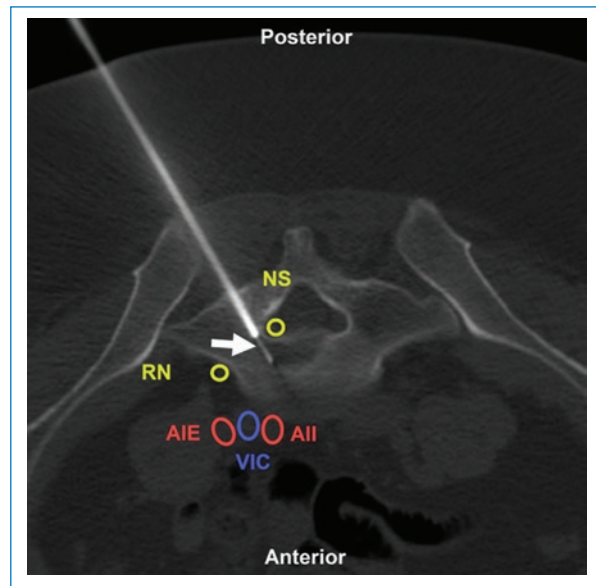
Mujer de 58 años con lesión lítica en el cuerpo sacro en contexto de control oncológico. BP con abordaje coaxial posterior (flecha) bajo TC. Estructuras a evitar: NS: nervio sacro; RN: raíz nerviosa de L5; AIE: arteria iliaca externa; AII: arteria iliaca interna; VIC: vena iliaca común. Aguja utilizada: Jamshidi 11 G con Franseen 18 G. Diagnóstico final: infiltración por adenocarcinoma de origen mamario.
